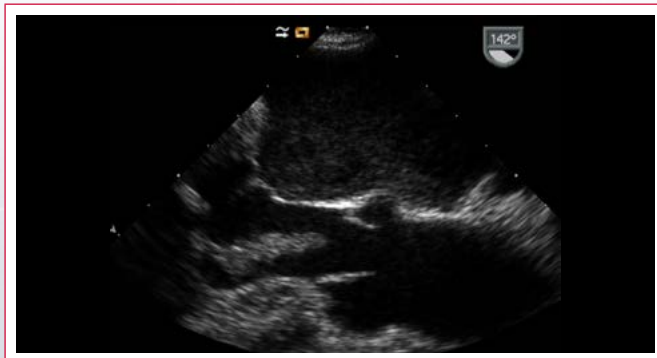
Ecocardiografía transesofágica, plano medioesofágico a 125°. Masa alargada y polilobulada de 28 mm de longitud, ecogenicidad intermedia, dependiente del músculo papilar, que se extiende por el tracto de salida del ventrículo izquierdo hasta el plano valvular aórtico
